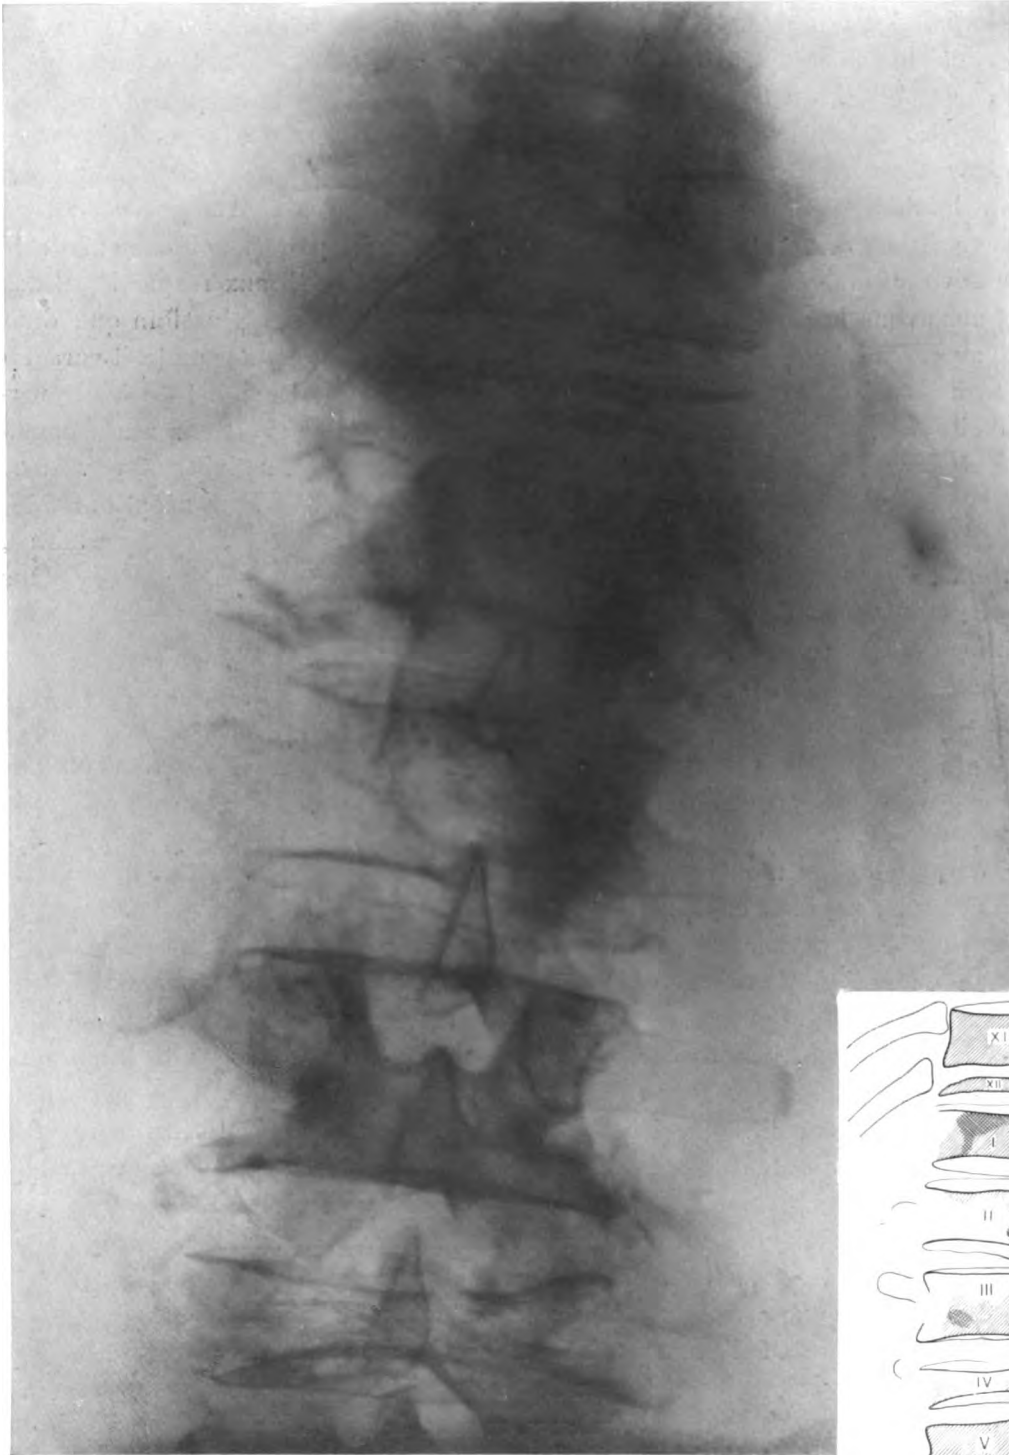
Radiographie de la colonne dorso-lombaire. (Voir le texte.)
